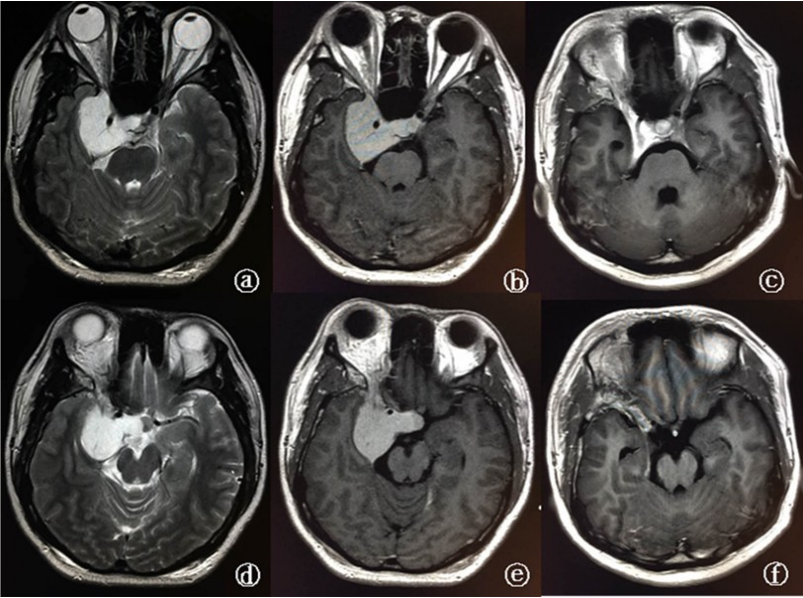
右侧海绵窦海绵状血管瘤伽玛刀治疗前后 MRI
